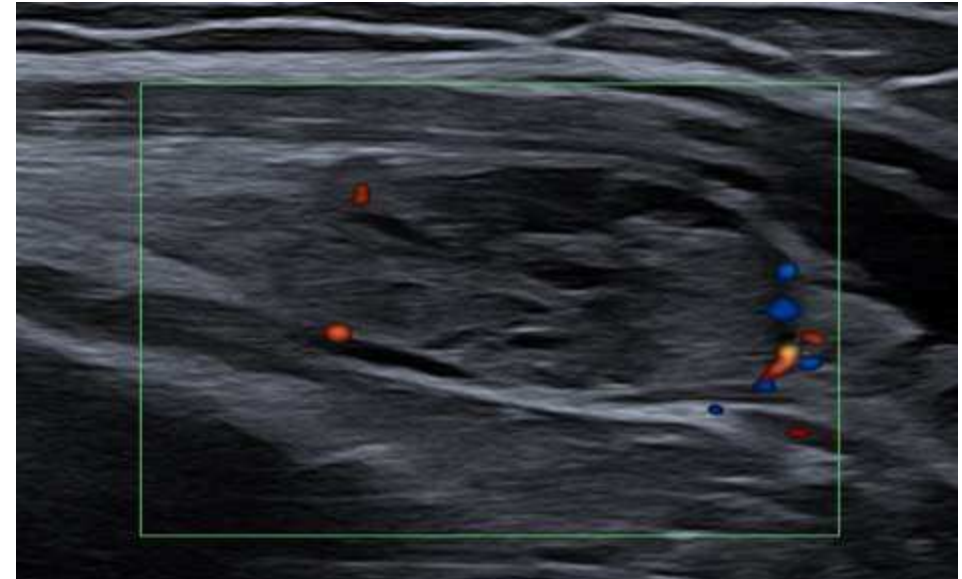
La lesión en modo Doppler presenta una escasa vascularización con patrón predominantemente venoso no pulsátil y escaso flujo arterial
